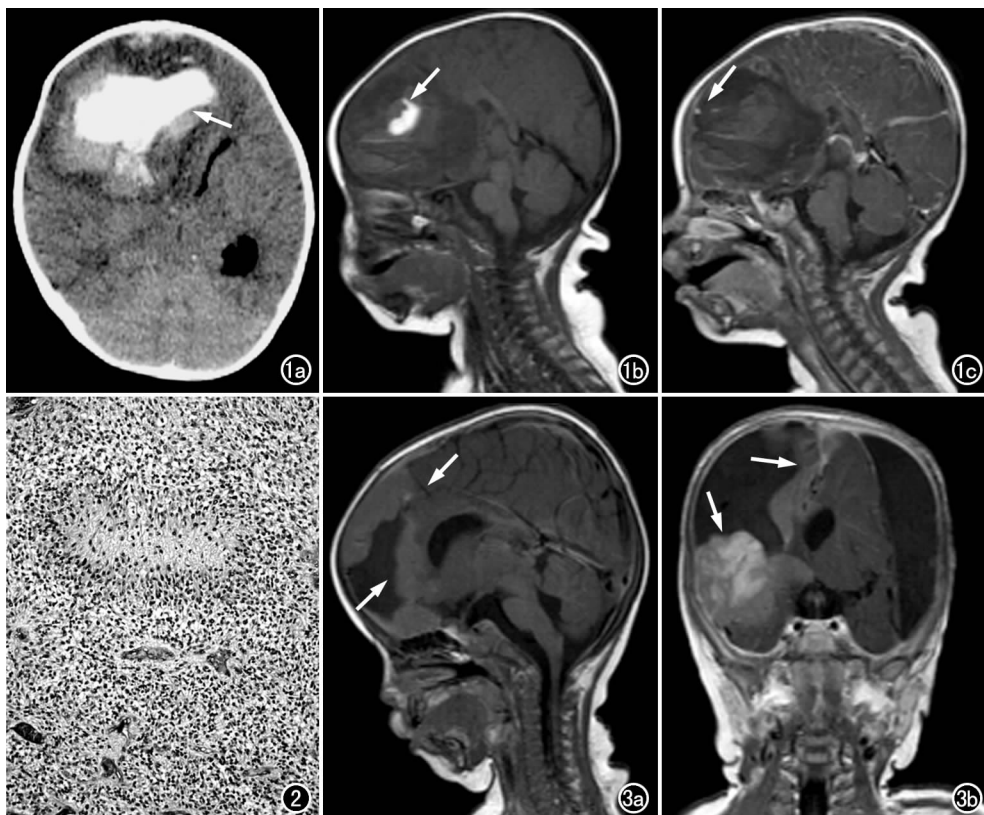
a) CT平扫,示右额叶较大团块状高密度和略高密度影(箭),CT值60~64HU; b) MR平扫T₁WI矢状面,示巨大不规则混杂信号,以等信号为主,其内见不规则片状等信号及条片状高信号(箭); c) MR T₁WI增强矢状面,示病灶边缘呈环形强化,局部可疑壁结节(箭),其内实性成份未见明显异常强化。
